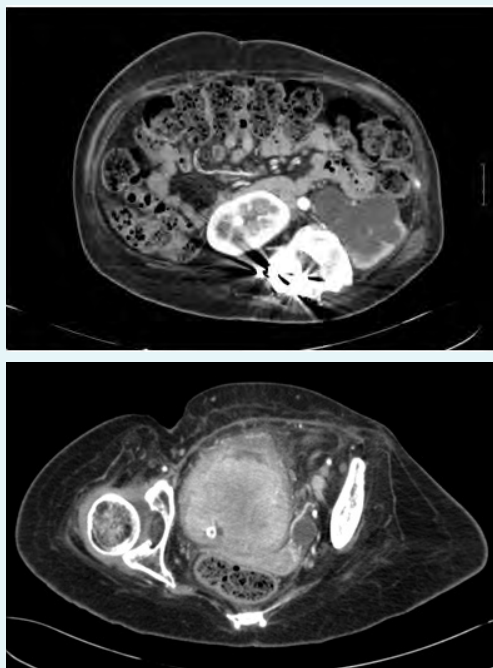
TC abdominal. Gran masa vesical.
